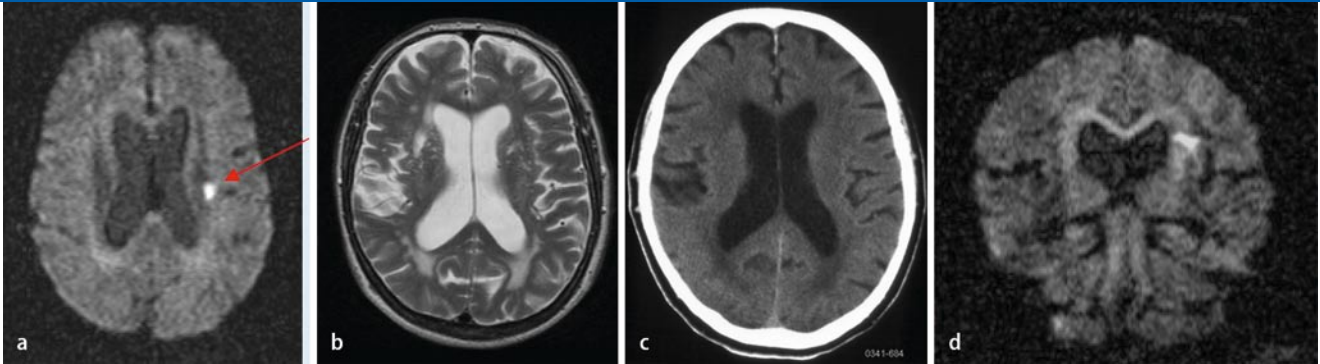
▲ In der axialen (a) und koronaren (d) „Diffusion-weighted-imaging“- (DWI-)Bildgebung (b: 1100 mm/s²) ist ein akuter lakunärer Infarkt (Pfeil) zu erkennen, der sich in der T2w-TSE-Sequenz (b) und im CT (c) bei ausgeprägter chronischer Mikroangiopathie periventrikulär nicht abgrenzen lässt
